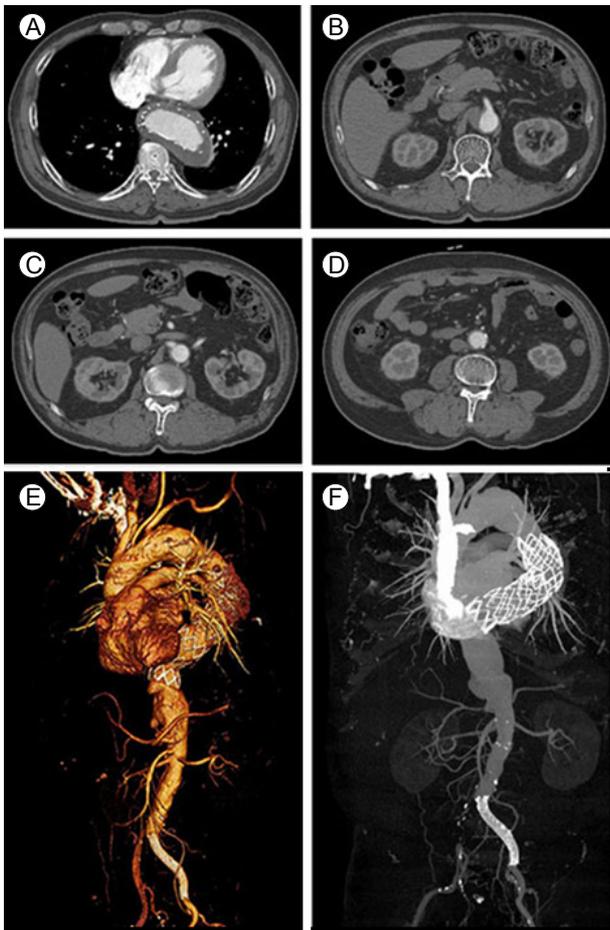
Follow-up CT images after 2 years. CT images showing remodeling of the thoracic aorta after TEVAR. The flow of blood in the distal aorta and left common iliac artery was greatly improved after 2 years.
